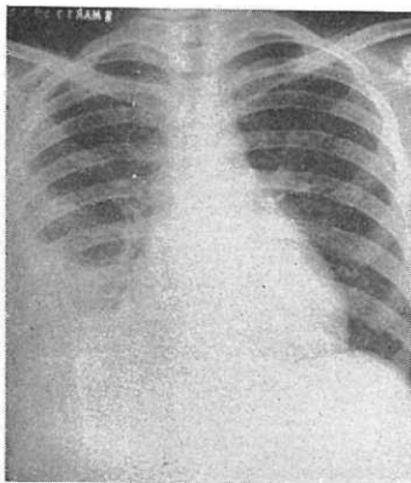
Tele-radiografía del tórax, 3 semanas después de la de la Fig. 3: disminución del derrame pleural y aumento del área cardíaca.
